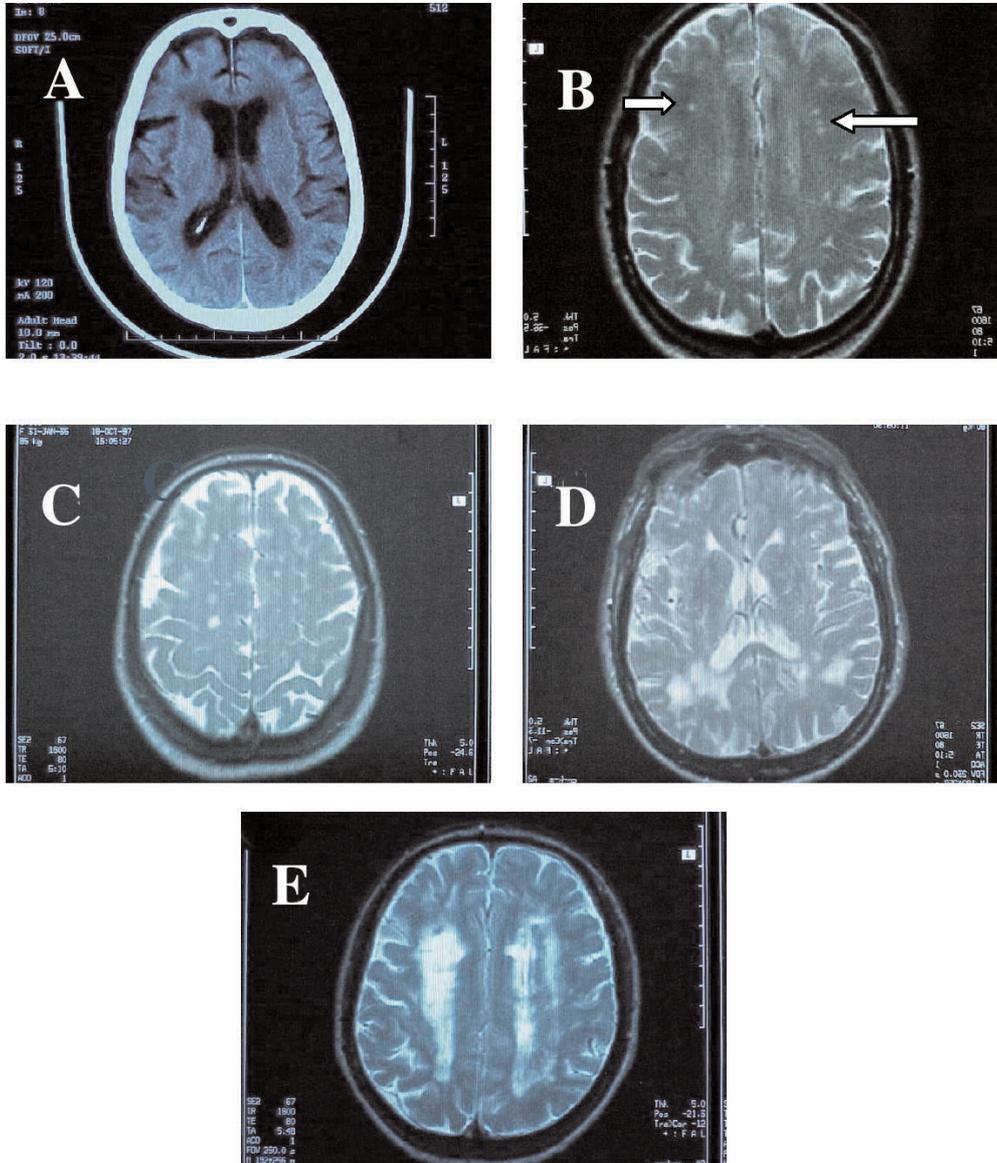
Leucoaraiosis. (A) TC, hipodensidad periventricular en astas frontales y occipitales; (B) RM, lesiones hiperintensas puntiformes; (C) RM, lesiones parcheadas; (D) RM, lesiones parcheadas y confluentes; (E) RM, lesiones difusas.
